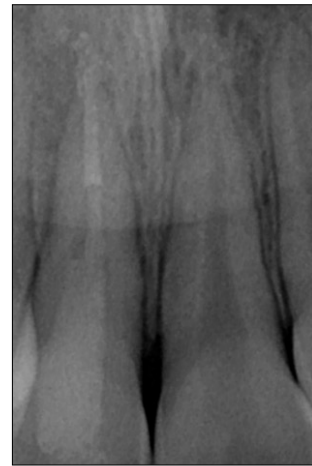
2 months after root canal filling. No clinical and radiographical pathology was observed.
